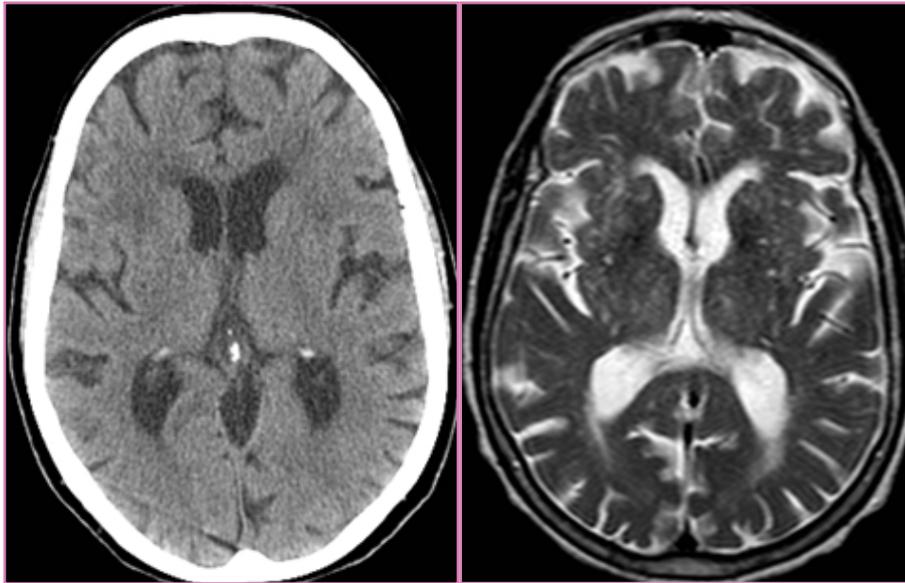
Paciente nº 3. A. TAC craneal sin contraste. B. RM-secuencia potenciada en T2. La paciente presentaba discinesias bilaterales pero la neuroimagen sólo detecta un leve estado criboso de los ganglios basales sin lesiones hemorrágicas ni isquémicas agudas.
